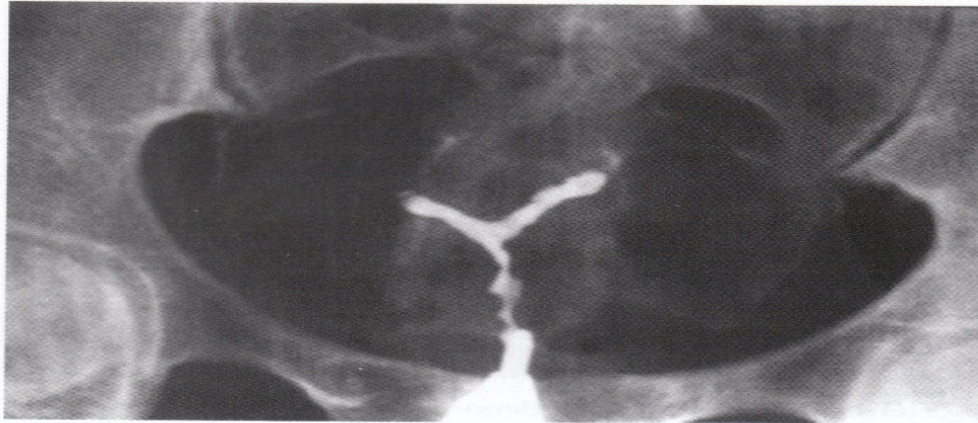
X-ray hysterosalpingography of a septate uterus.
